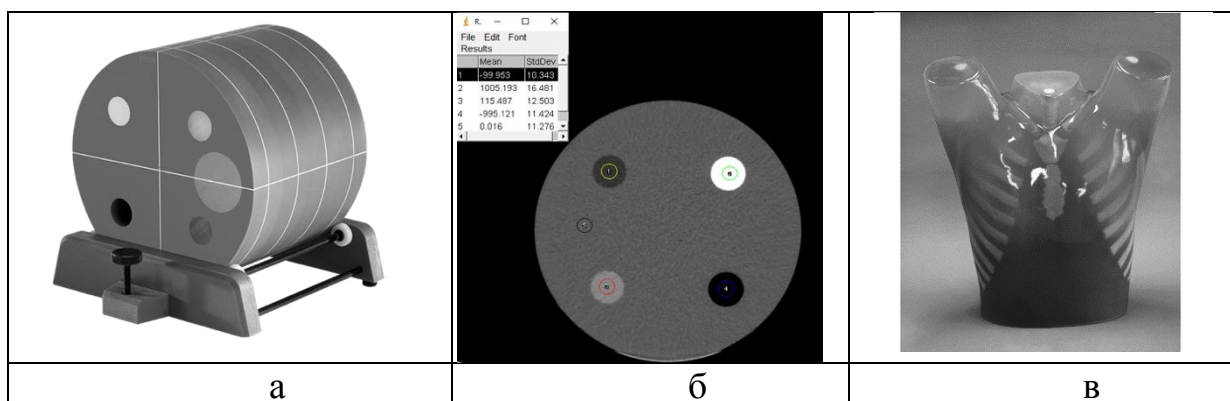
Используемые фантомы. а – внешний вид ACR-фантома; б – аксиальный срез КТ-изображения ACR-фантома при обработке в Image J; в – антропоморфный фантом KagakuChestPhantom N1 Lungman
